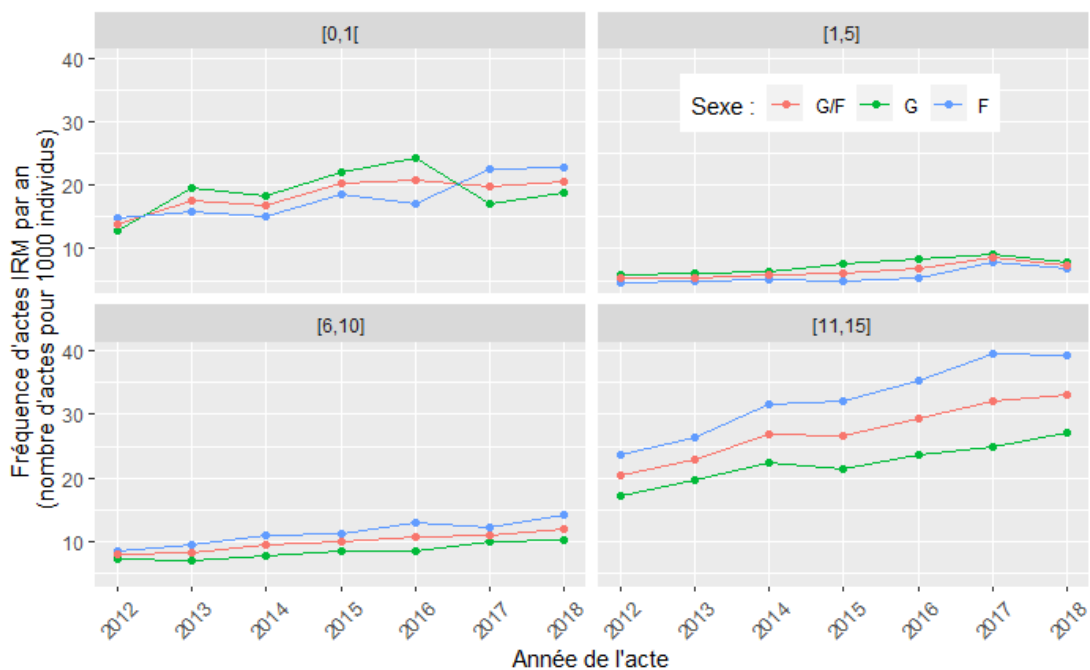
Evolution sur la période 2012-2018 de la fréquence d'actes IRM par an (nombre d'actes pour 1000 individus) pour 4 classes d'âge (moins de 1 an, 1 à 5 ans, 6 à 10 ans, 11 à 15 ans), chez les filles, les garçons et les deux.
